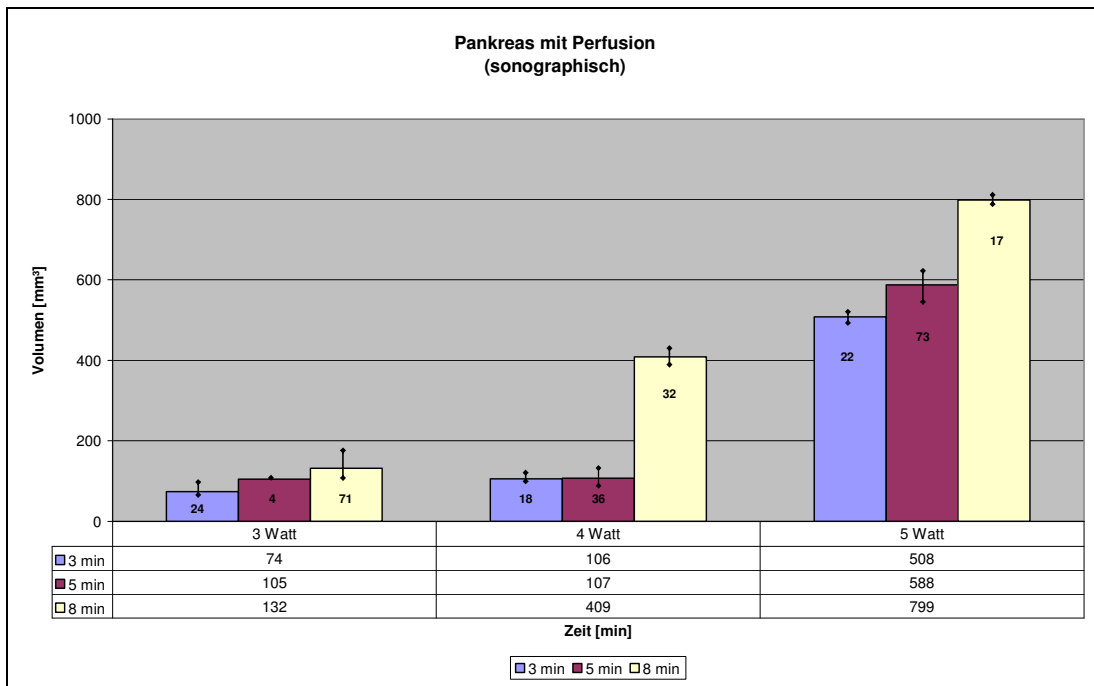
Vergleich der Dosis-Wirkungs-Beziehungen für die sonographisch gemessenen Koagulationsvolumina.
